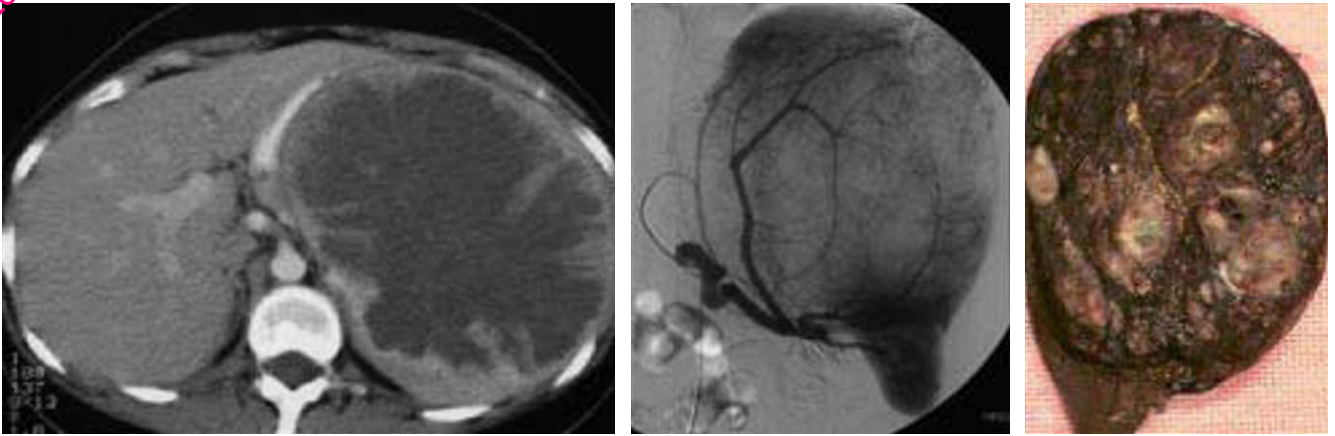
Anémie. Découverte à la palpation d'une masse de l'hypocondre gauche. Traitement : splénectomie. Diagnostic : Hamartome splénique. A : TDM avec injection : masse comprimant l'estomac vers la droite et refoulant le rein gauche et la rate sur les coupes inférieures (non montrées). Origine de la masse ? B : Artériographie : vascularisation issue du pédicule splénique. C : Tranche de section : remaniements œdémato-hémorragiques d'un hamartome splénique (cliché Dr Boidart).
